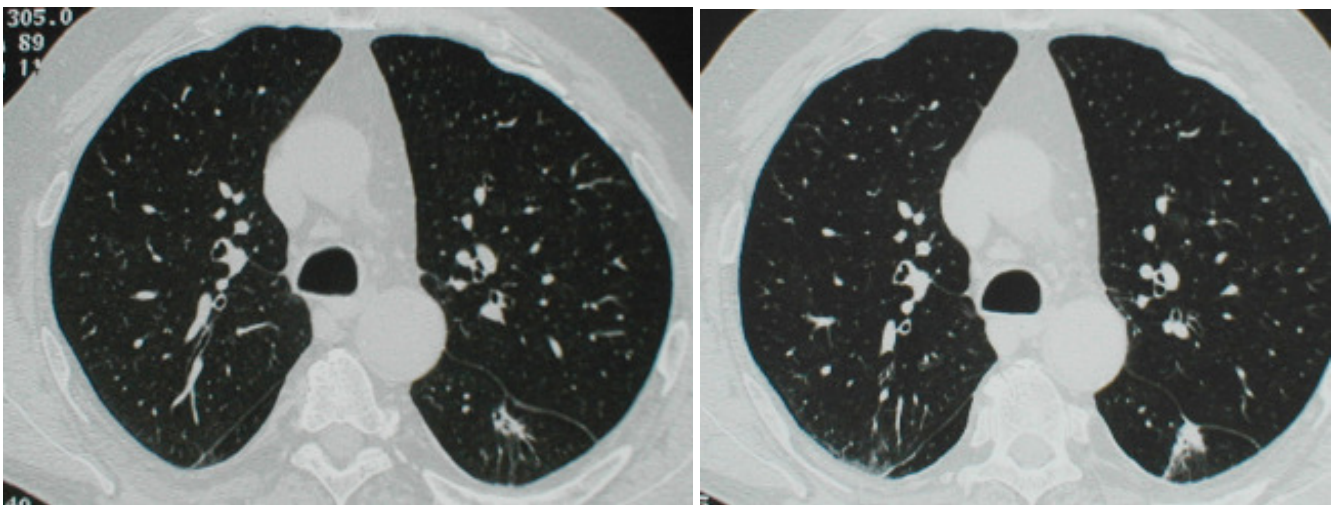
nodule carcinomateux lobaire inférieur gauche. Notez la modification au cours d'une surveillance TDM à 6 mois : extension de l'opacité, attraction de la scissure, contours spiculés.
